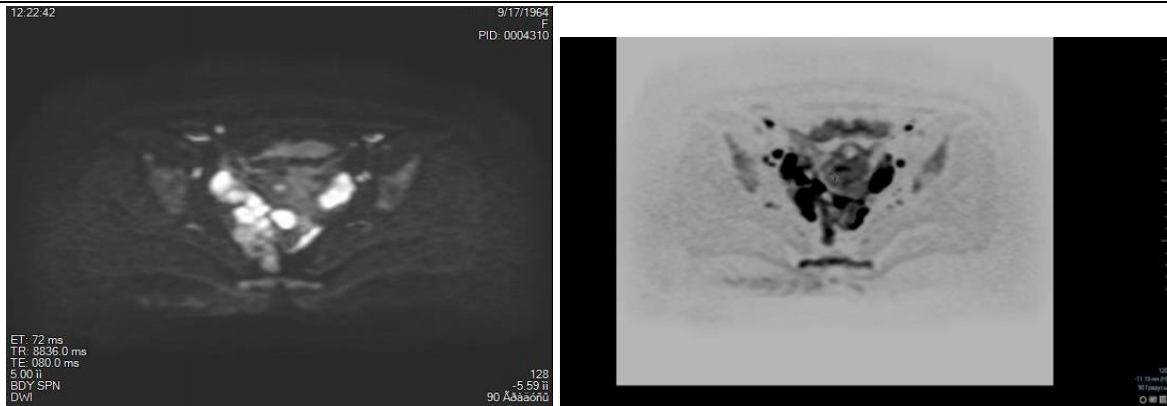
Карциноматоз брюшины – отчетливо видно множественное метастазирование брюшины при использовании ДВИ и ПЭТ.
